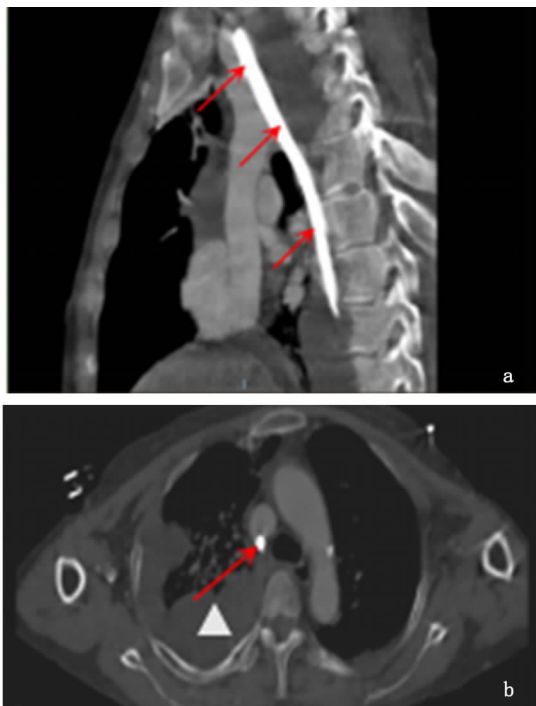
胸部 CT(红色箭头示导管,白色三角示胸腔积血)
